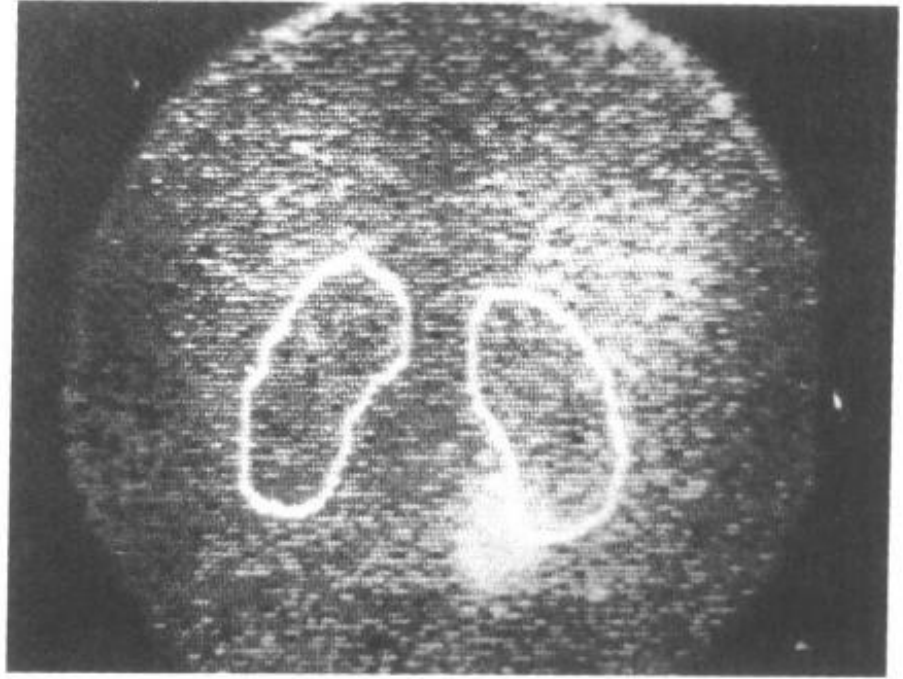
肾上腺外嗜铬细胞瘤 SPECT 表现
